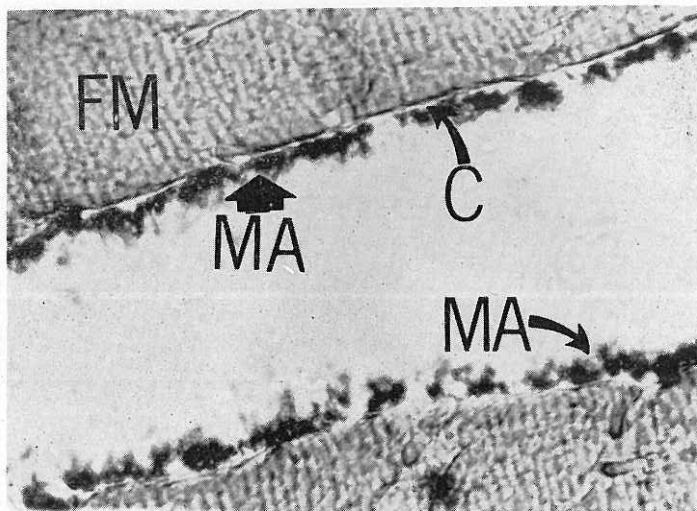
Microautorradiografía de tejido muscular mostrando cúmulos de macroagregados de tamaño homogéneo en el endomisio.
